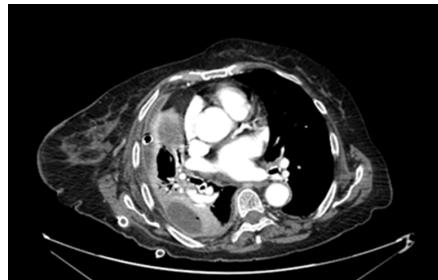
Preoperative CT scan of a III stage empyema of the right chest cavity.
